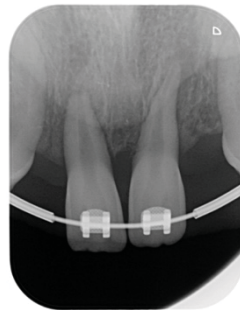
Radiographie rétro-alvéolaire prise chez une patiente présentant des agénésies de 12 et 22, ce cliché pris 2 mois après le début du traitement montre la présence de résorptions atteignant les tiers apicaux et moyens respectivement sur 21 et 11 (Source : CHRU Nancy)
